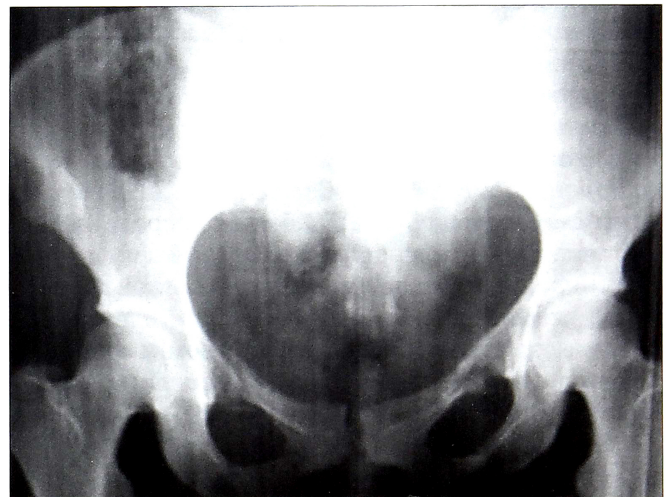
Рентгенограмма таза до (а) и после (б) наложения тазовой повязки.
